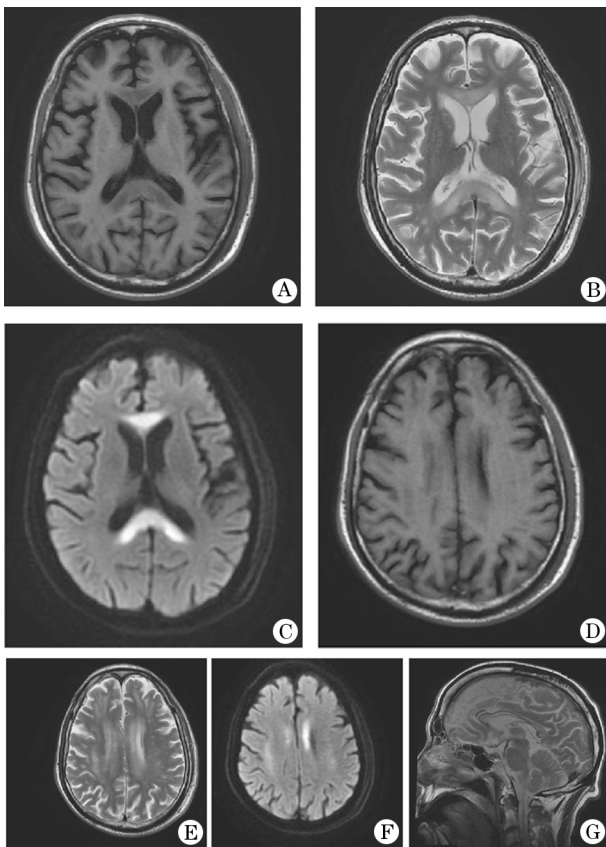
Marchiafara-Bignami 病患者 MRI
